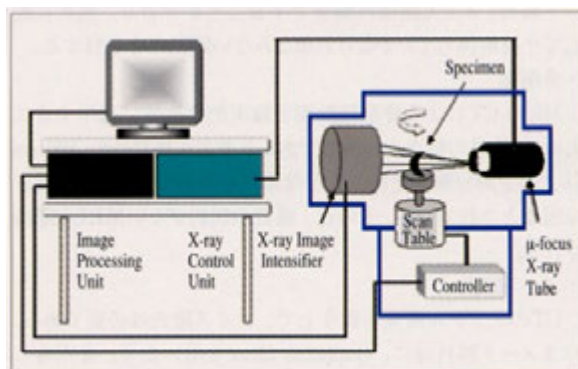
マイクロCT (MCT-12505MF、日立メディコ) 構造
